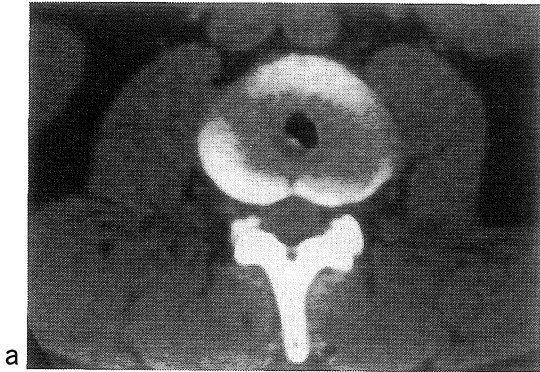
(a) CT scan Shows a VP in the middle of the disk. (b) Axial MR image at same level also shows a signal void in the center of the disk.
